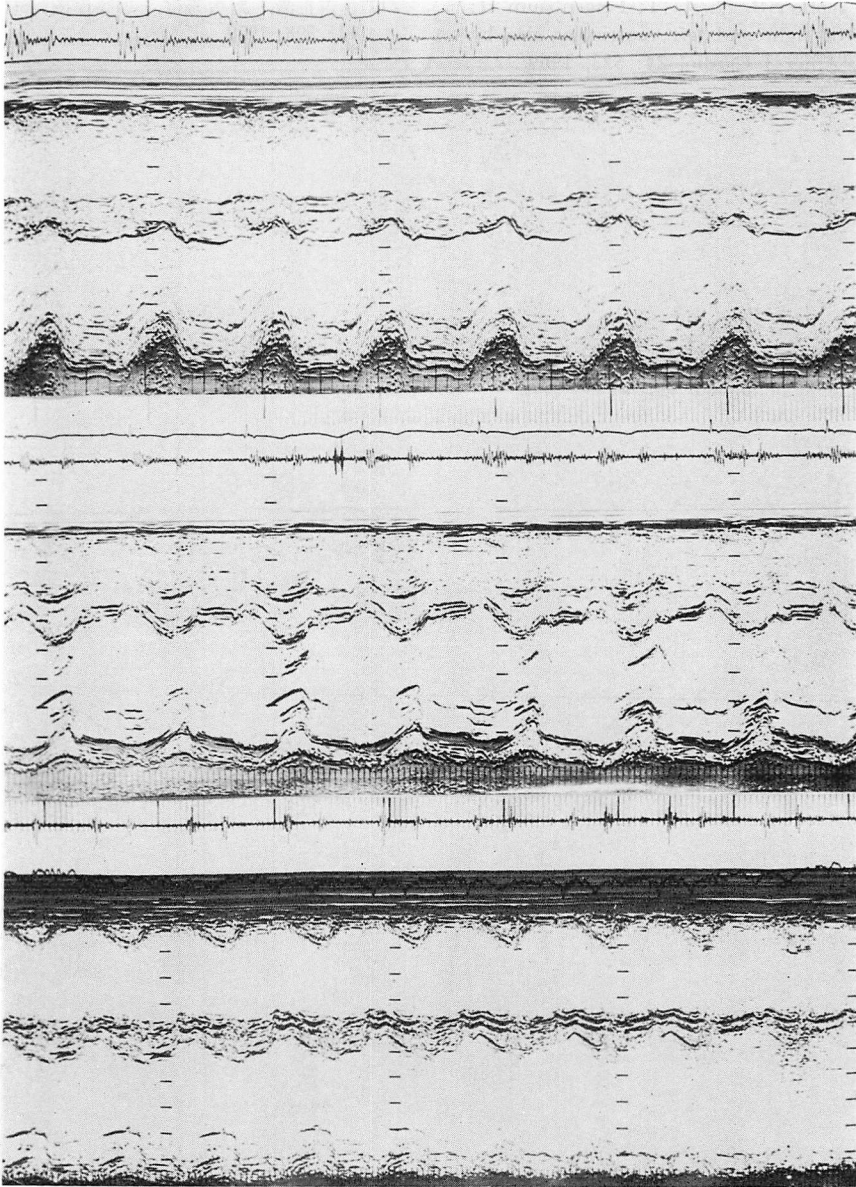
Interventricular septal motion on echocardiography during old phase.
